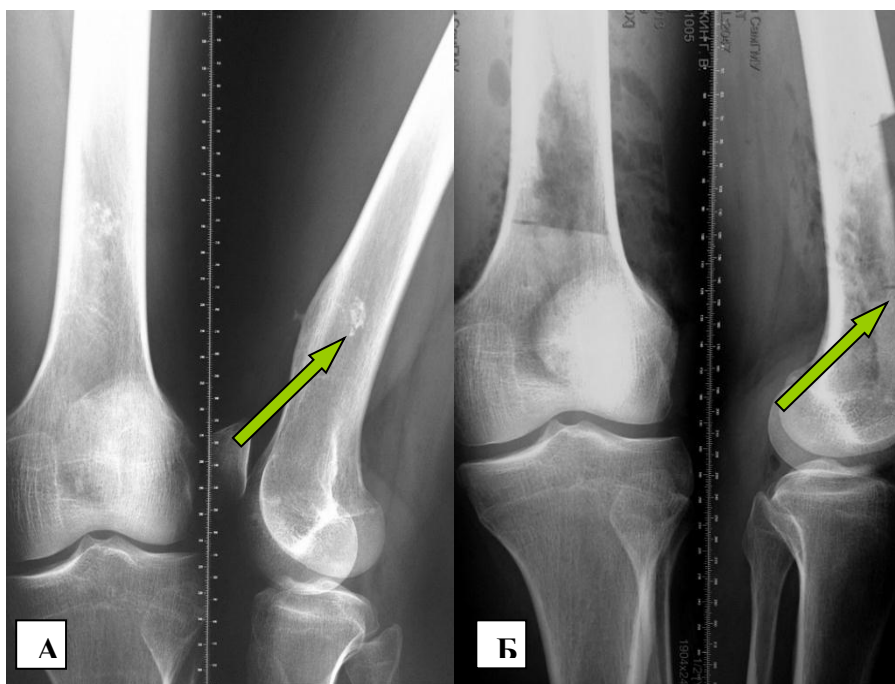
Рентгенограмма левого бедра больного Б.: А) до лечения, стрелкой указан очаг хондромы; Б) после операции, стрелкой указана широкая резекция нижней трети бедренной кости)
